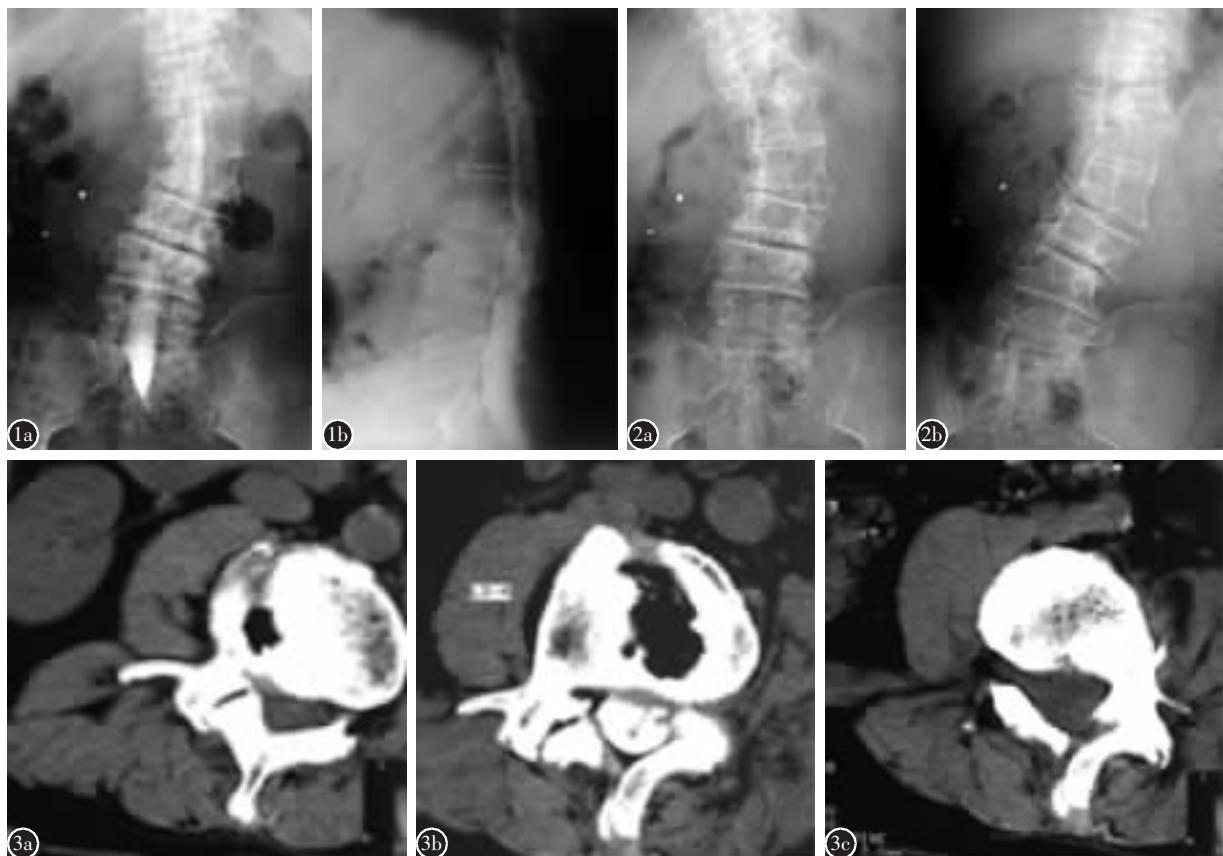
a、b 术前正侧位X线片示腰椎侧凸畸形,L1/2椎间隙窄 图2 a、b 动力位X线片示L2/3、L3/4椎间不稳,侧方移位 图3 a、b、c CTM示L2~L4椎管狭窄,侧隐窝狭窄
